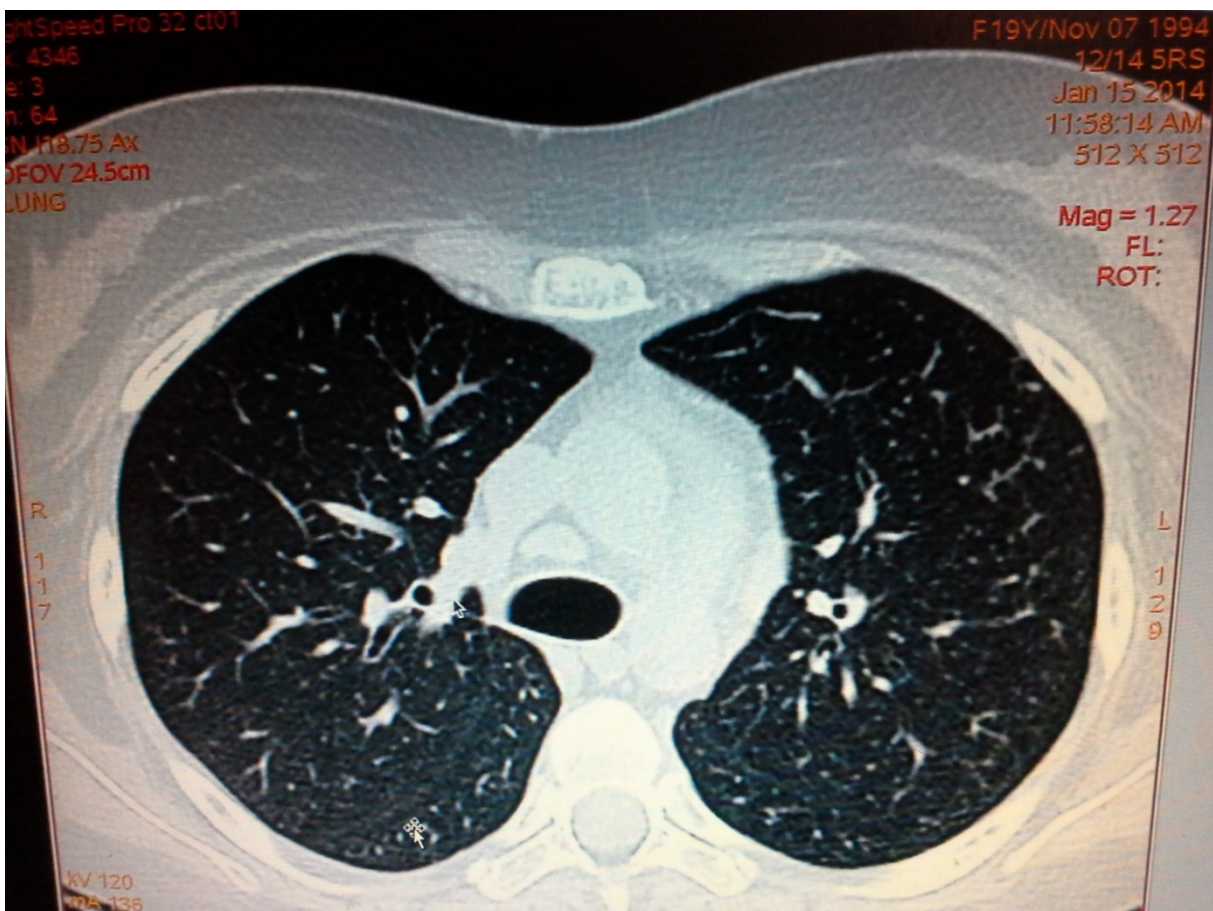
КТ в динамике: данных за наличие пневмонии и альвеолярного отека нет.
